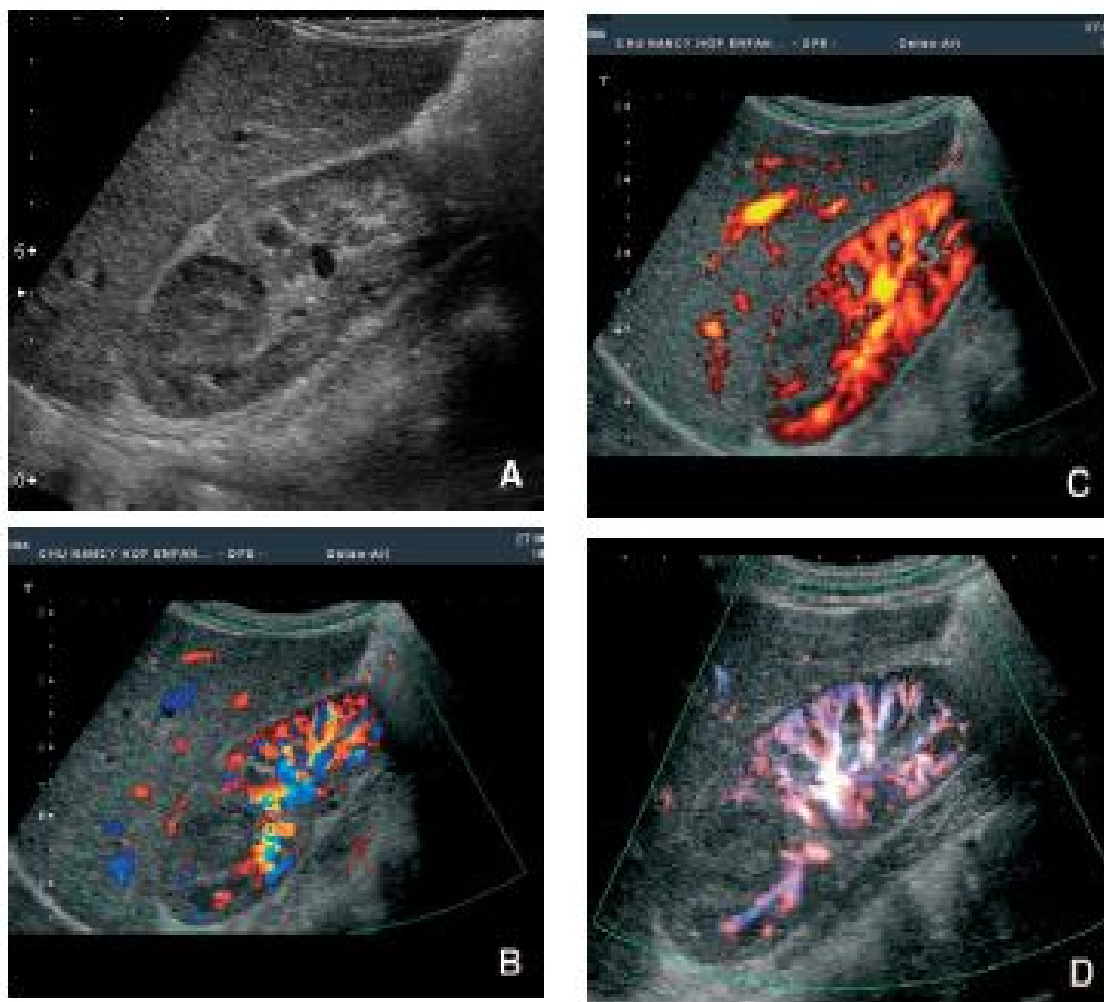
Echographie rénale : pyélonéphrite focale avec lésion du pôle supérieur (A) non vascularisé au doppler couleur (B) puissance (C) et large bande (D). [90].
